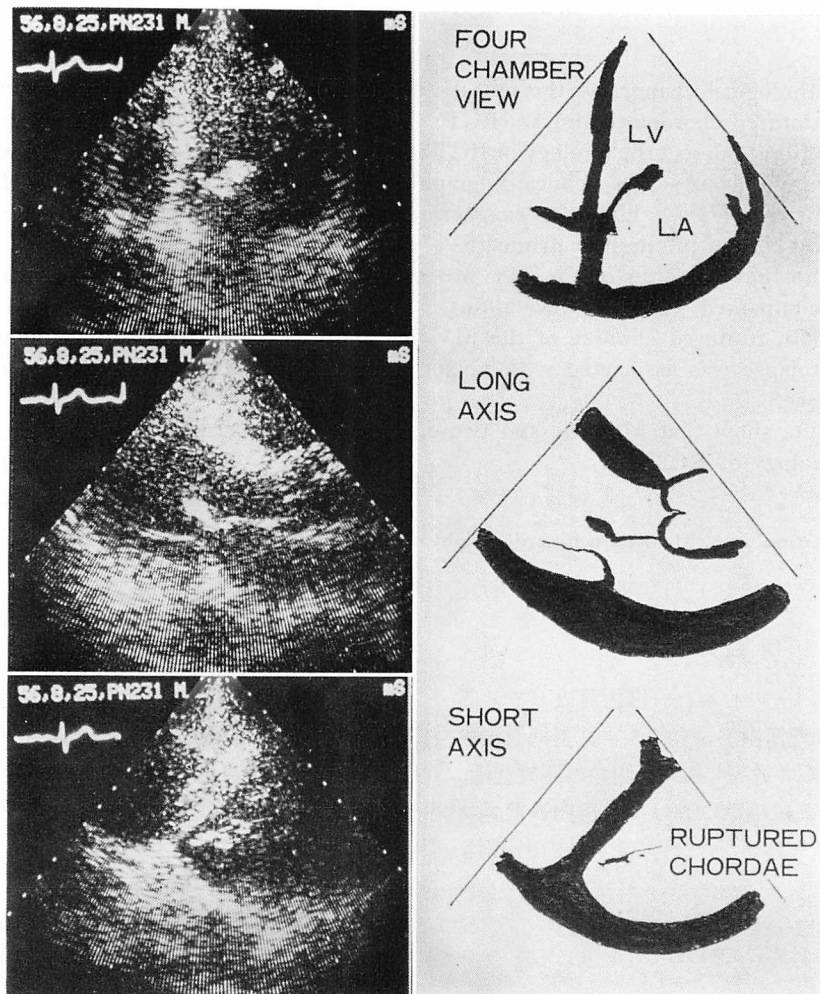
Four-chamber, long-axis and short-axis views of the two-dimensional echocardiogram in a patient with ruptured chordae tendineae.
